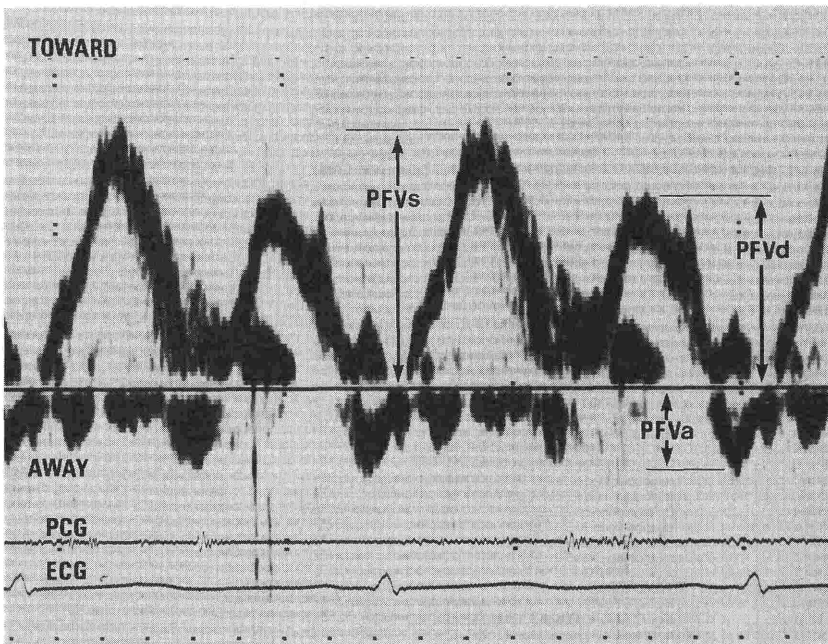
Transesophageal pulsed Doppler echocardiogram of pulmonary venous flow and its measurements.
